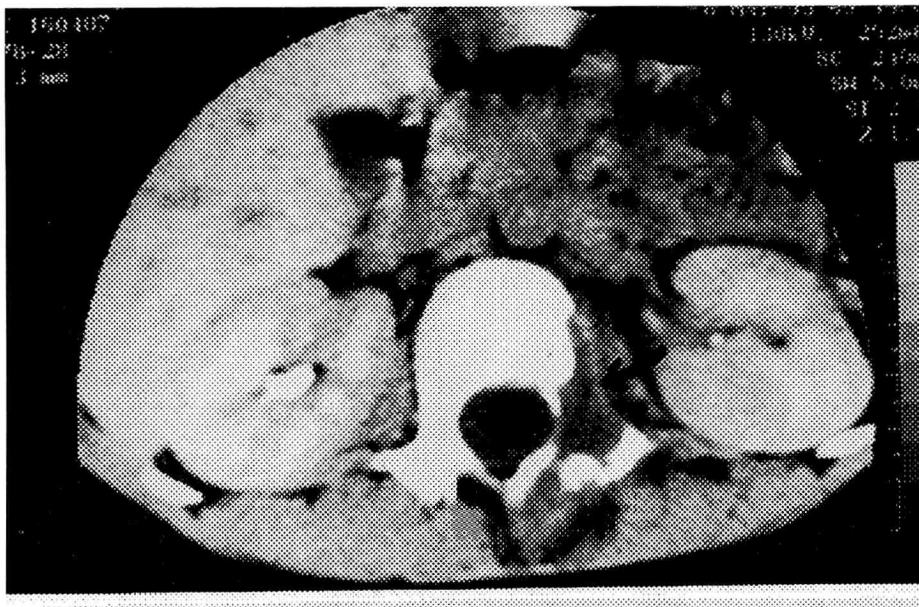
Lesão destrutiva no pedículo de L₂ (Tomografia).
